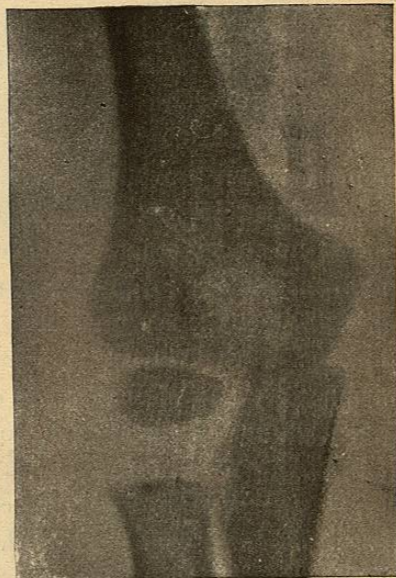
Radiographie de face du coude blessé de la même fille.
